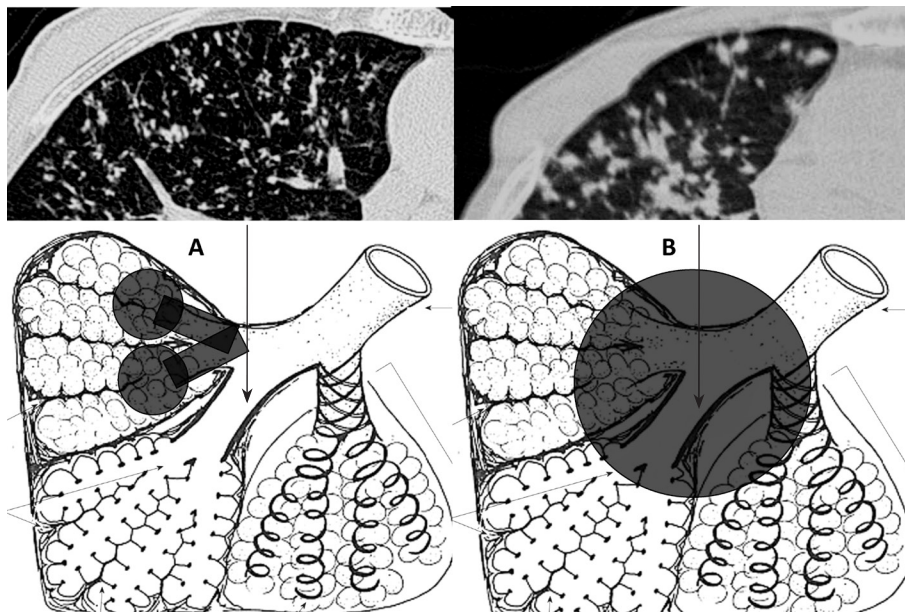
HRCT finding of centriacinar lesion (tree-in-bud appearance) (A) and centrilobular lesion (B).
